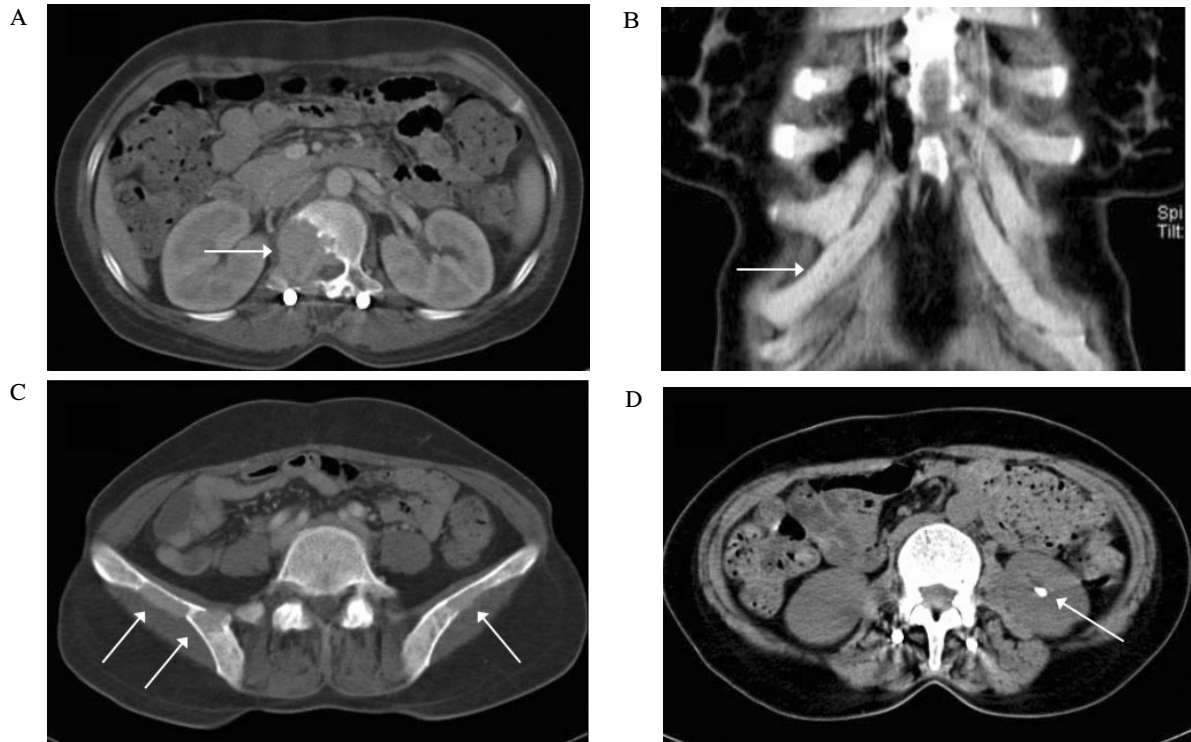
Abdominal CT scan shows multiple osteolytic lesions on the 1st lumbar vertebra (A), right 7th rib (B) and pelvic bone (C). Intraabdominal organs, including pancreas are seen normal except a 0.5 cm sized calcified renal stone in the left (D).
